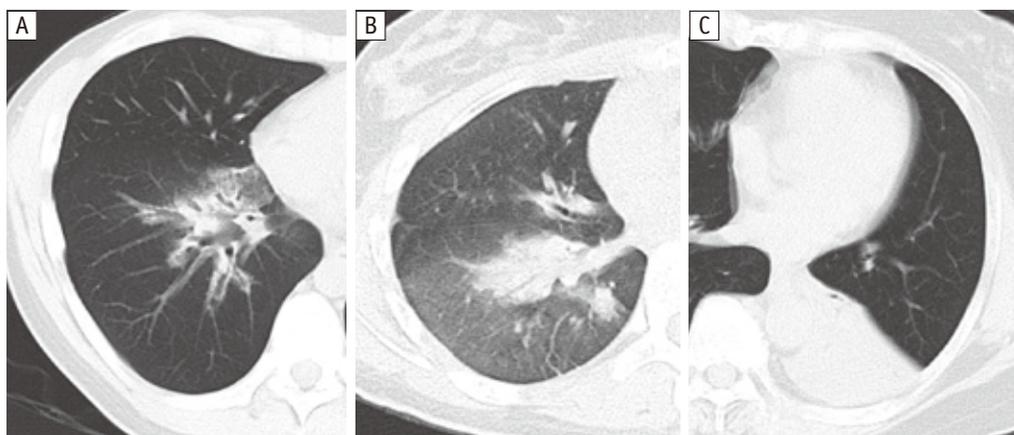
▶ BT後に認められた thermal lung injury : 自験例
